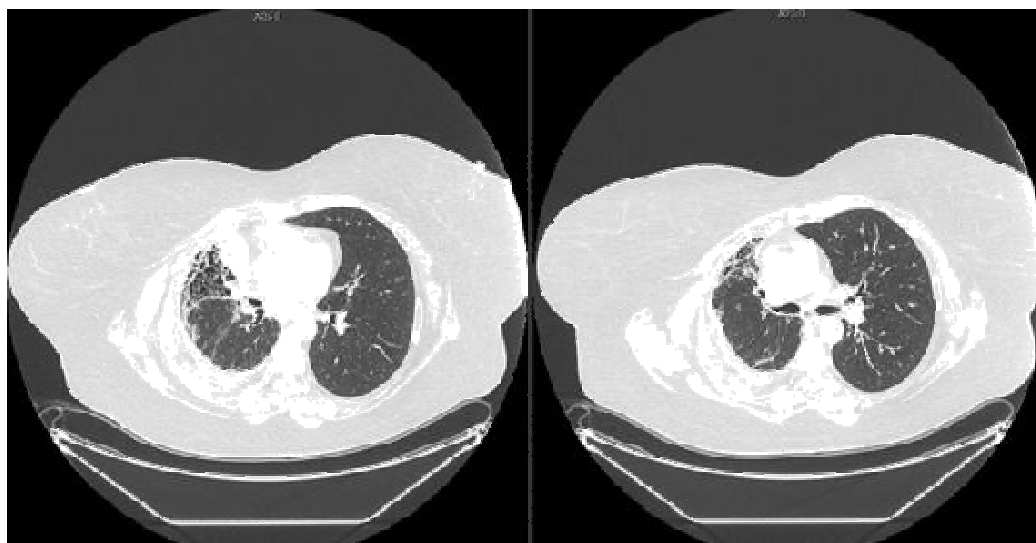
Chest computed tomography after treatment.
